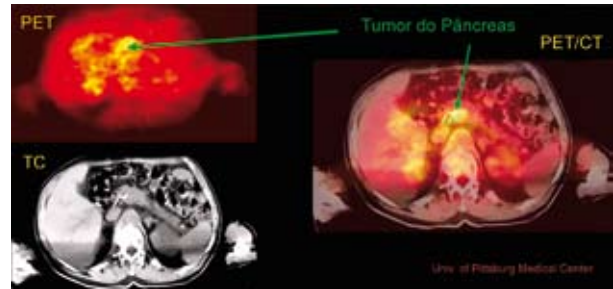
Imagens de cortes obtidos com TC e PET contendo um tumor pancreático e do co-registo destas informações. A visualização do tumor é tornada evidente pelo PET.
